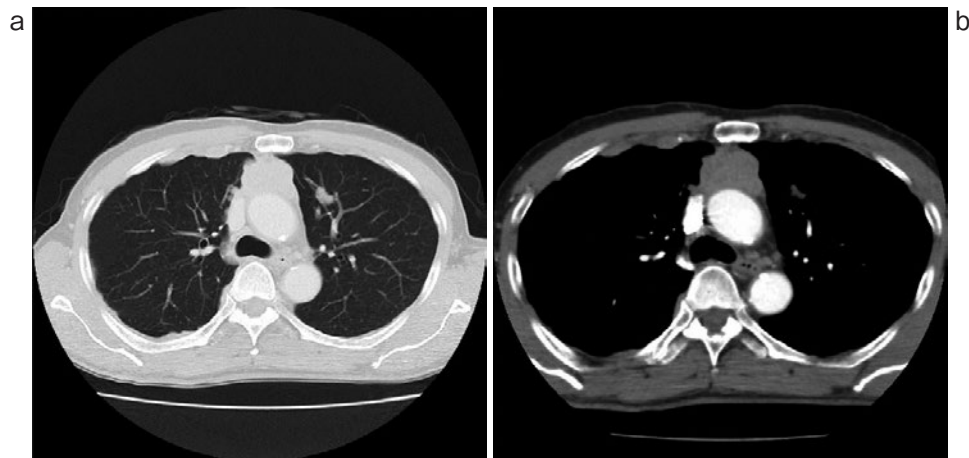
胸部CT. (a) 右胸壁に沿って不均一な厚さの軟部影を認め、肺野にも複数の結節を認めた。
